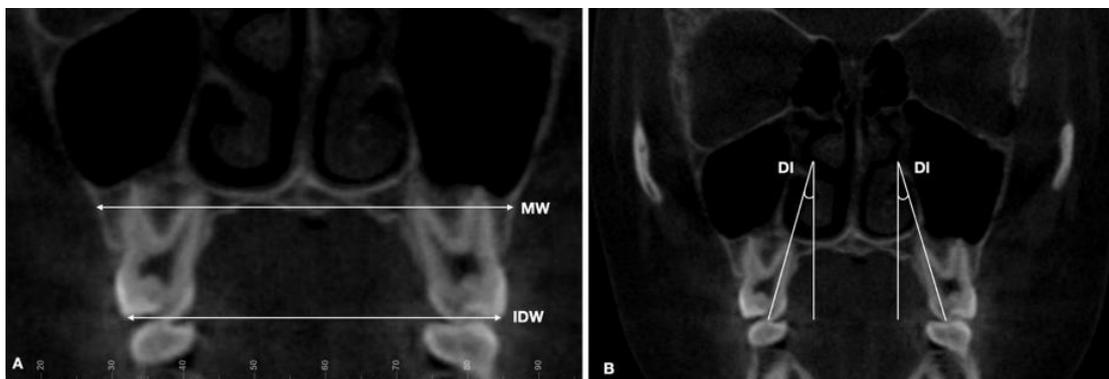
Imágenes CBCT que ilustran variables dentoalveolares: A. MW, ancho maxilar en el paladar duro; IDW, ancho interdental; B. DI, inclinación dental.
